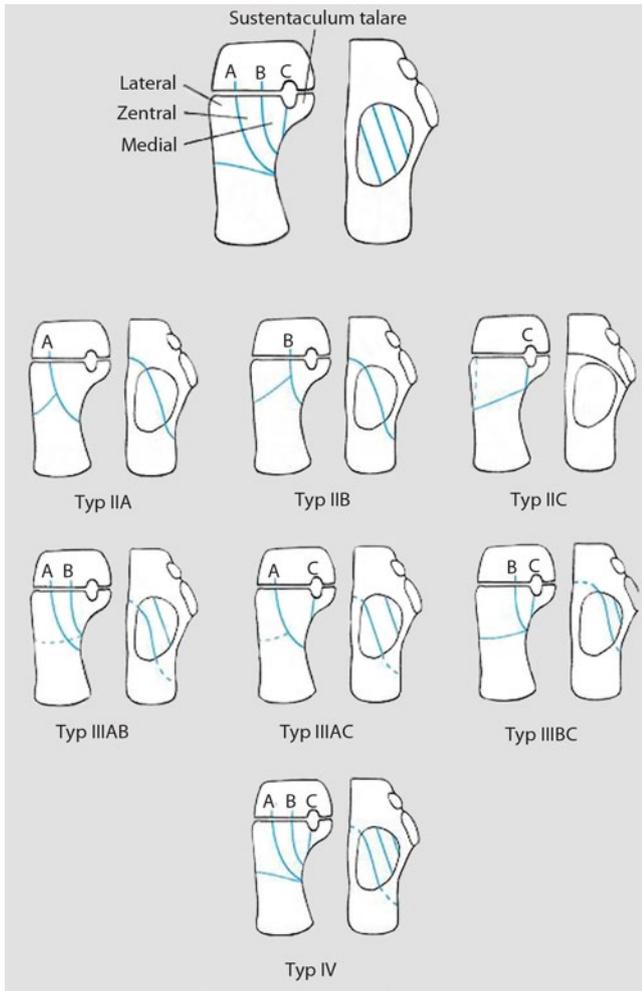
◀ Hauptfrakturtypen der Kalkaneusfraktur: Ermittlung der durch die hintere Gelenkfacette des unteren Sprunggelenks ziehenden Hauptfrakturlinien (A, B und C) in der koronaren CT-Rekonstruktion (CT: Computertomographie), Anzahl der resultierenden Hauptfragmente entspricht in römischen Ziffern dem Frakturtyp (I–IV), der in der Terminologie der Klassifikation durch entsprechende Frakturlinien ergänzt wird. (Mit freundl. Genehmigung Lippincott Williams & Wilkins, [14])
